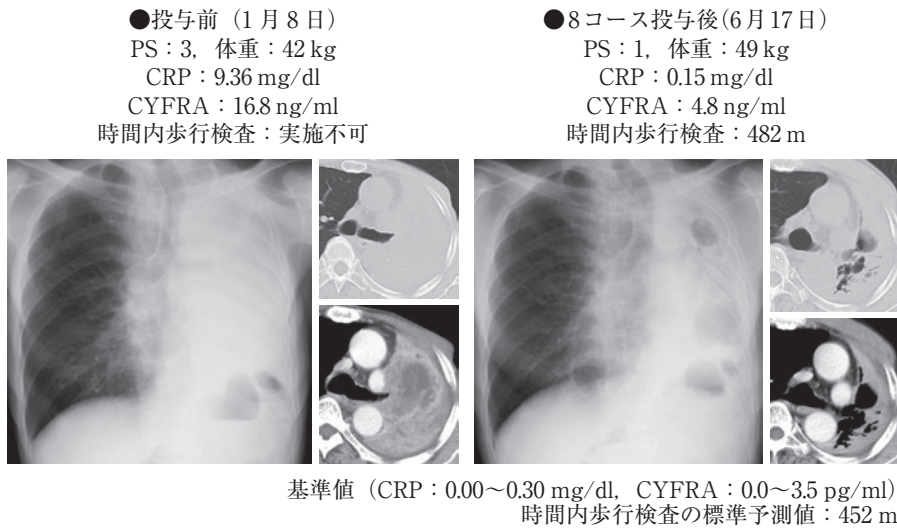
ニボルマブ投与前および8コース投与後の比較。8コース投与後はPS、体重、炎症反応および腫瘍マーカー、時間内歩行検査の改善を確認した。胸部X線写真で左肺透過性は改善が認められ、造影CTで左肺門部に認められた腫瘍はほぼ消失したことが確認できたが、左肺構造は破壊され嚢胞化していた。
